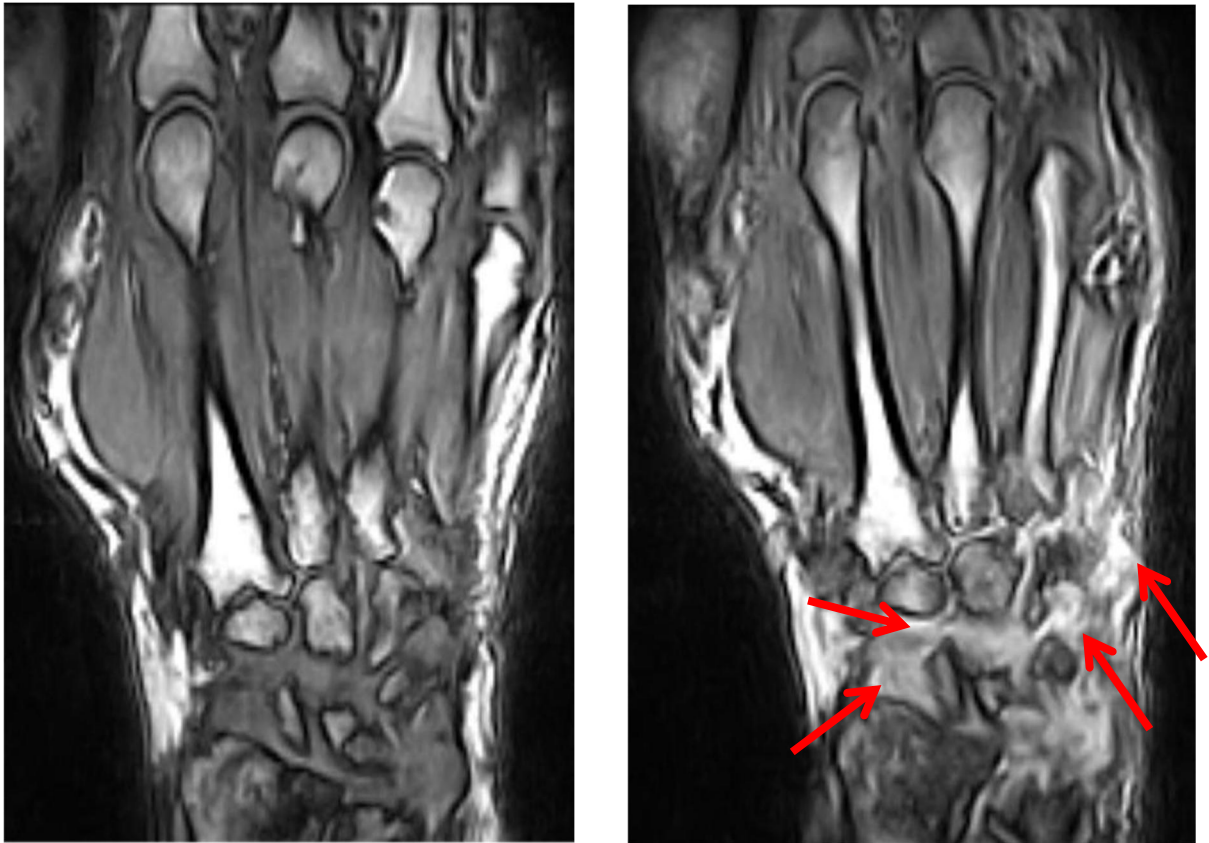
Synovialitis am Beispiel MRT der Hand in coronarer Schnitfführung (T1 mit und ohne KM)
